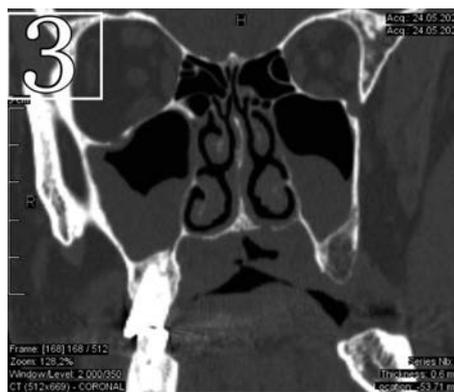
Данные МСКТ на момент госпитализации, фронтальный срез
